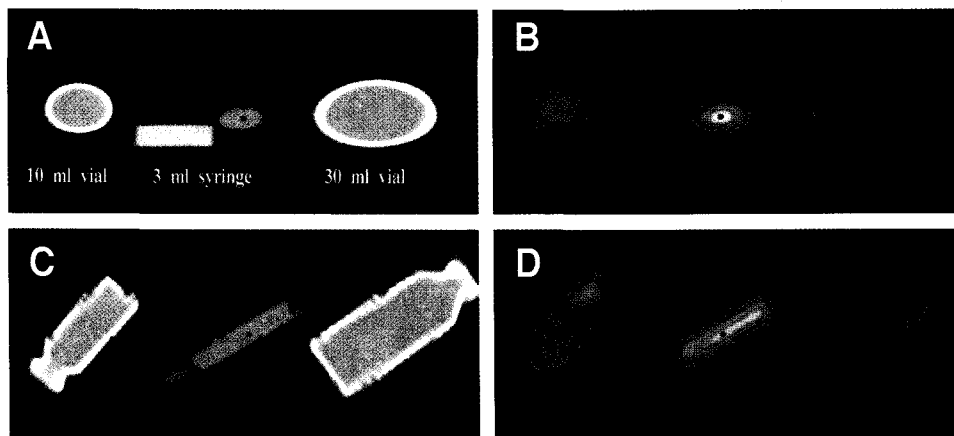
The respiratory gated axial CT(A) & PET(B), and gated coronal CT(C) & PET(D) images at 50% respiratory phase corresponding to the maximum exhalation, for the same subjects as Fig.3. In contrast with non-gated CT and PET images, motion and blurring artifacts are much improved.
